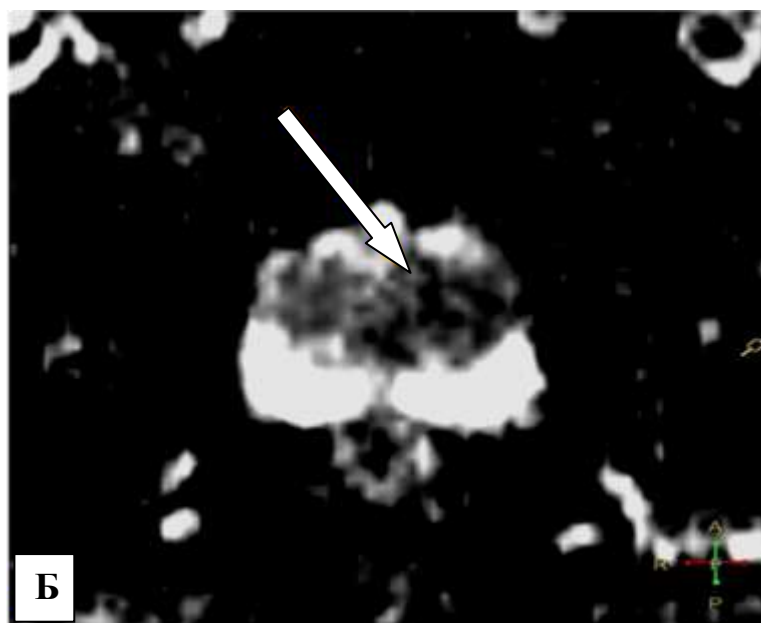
ИКД-карта — в переходной зоне левой доли ПЖ на 12-3 часах условного циферблата визуализируется гипоинтенсивный очаг (ограничения диффузии). PI-RADS — 5 баллов.
